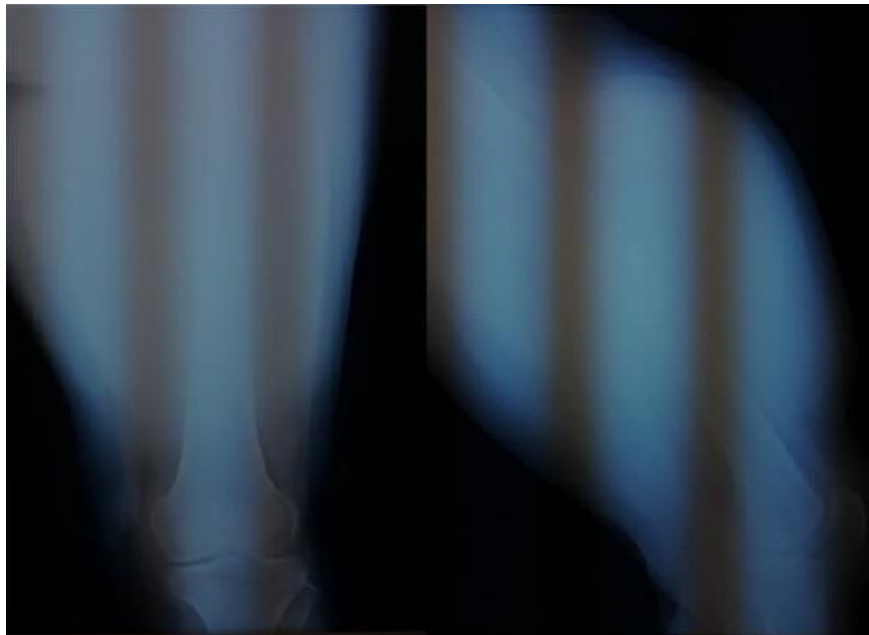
Radiographie face et profil :opacité des parties molles de la face antérieure de la cuisse gauche,pas de lésion osseuse (CHU HASSAN II)
